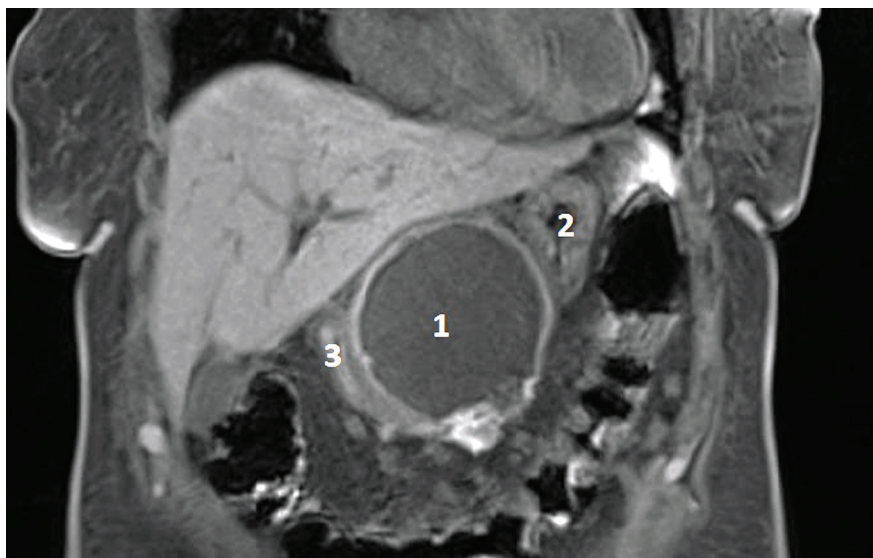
МРТ. Псевдокіста ПЗ (1) з компресією шлунку (2) та ДПК (3)
